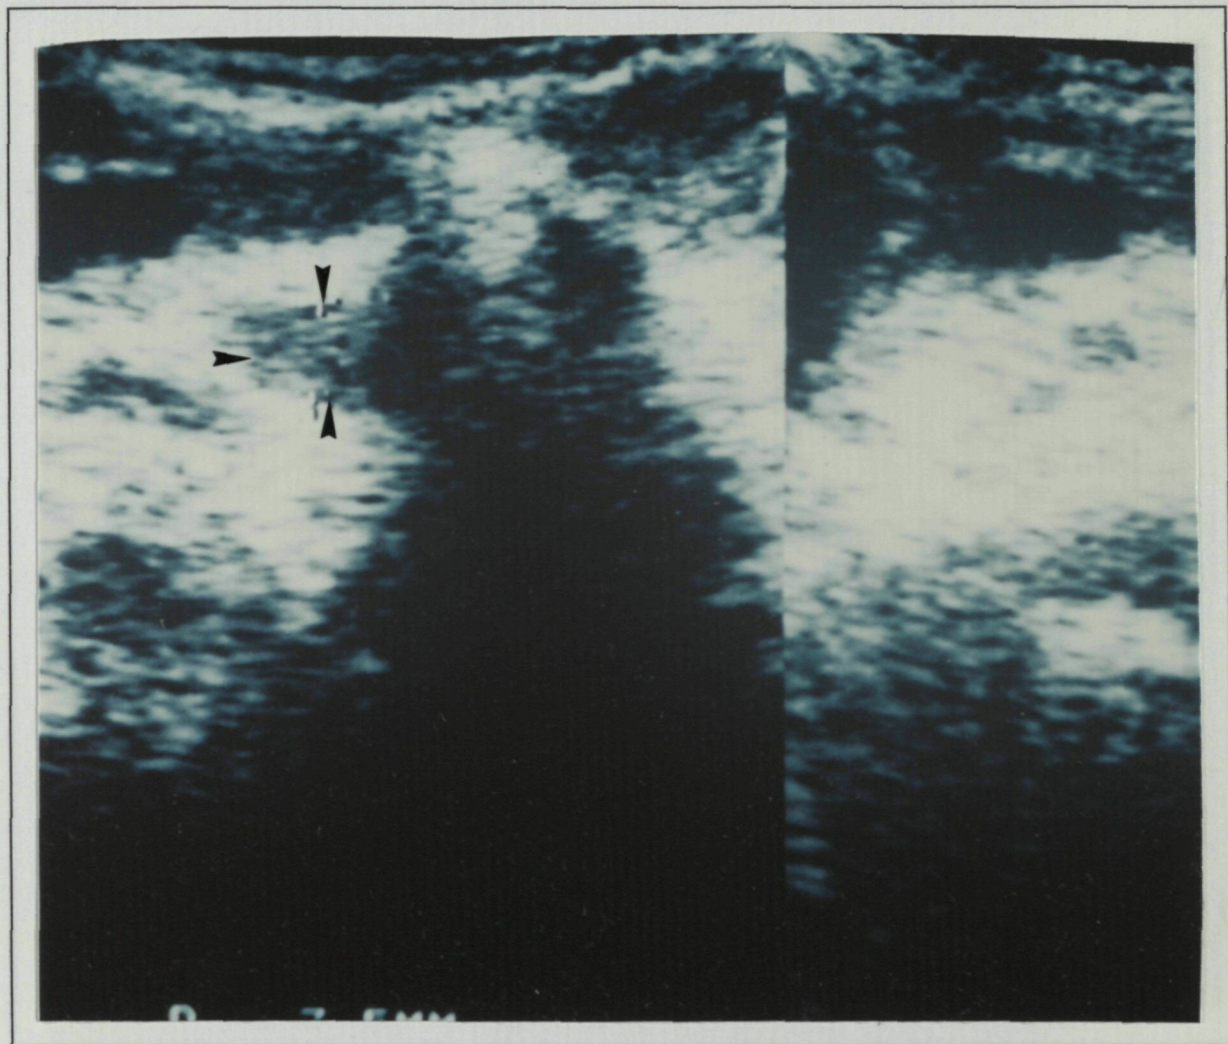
Ecografia de coll on s'evidencia una glàndula paratiroïde augmentada de tamany.
